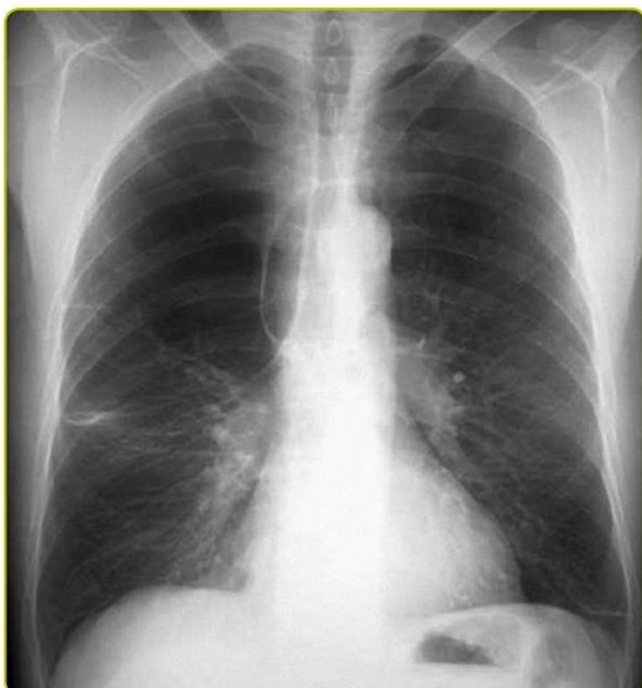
Immagine radiografica dell'enfisema.
